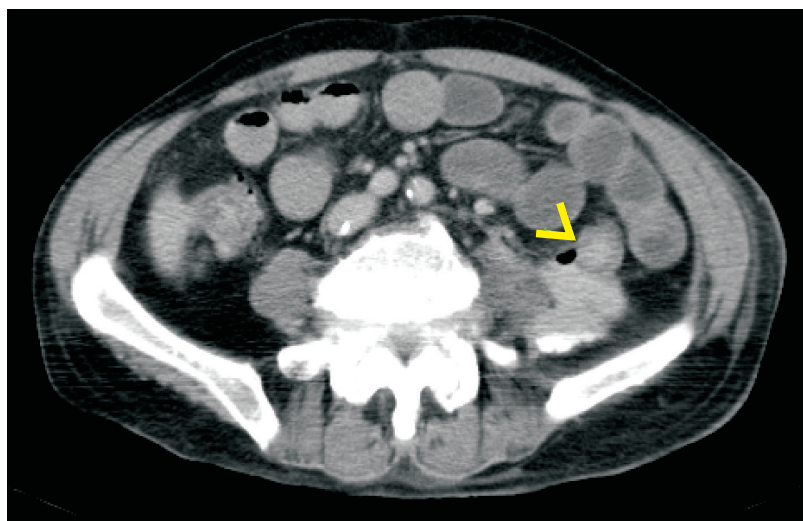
這張CT可以看到顯影劑從降結腸後壁的瘻管流到後腹腔，一直往下延
